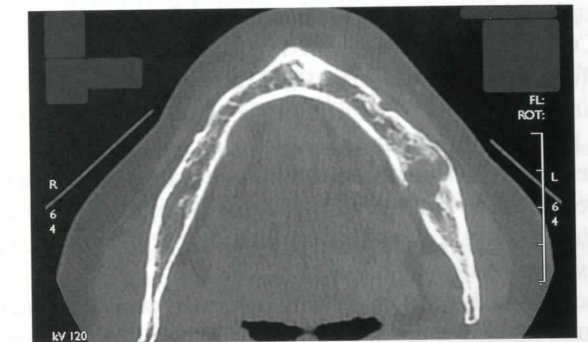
TC axial un año después que demuestra la recurrencia de la lesión causando osteolisis de la mandíbula con pérdida de hueso en la cortical interna.
